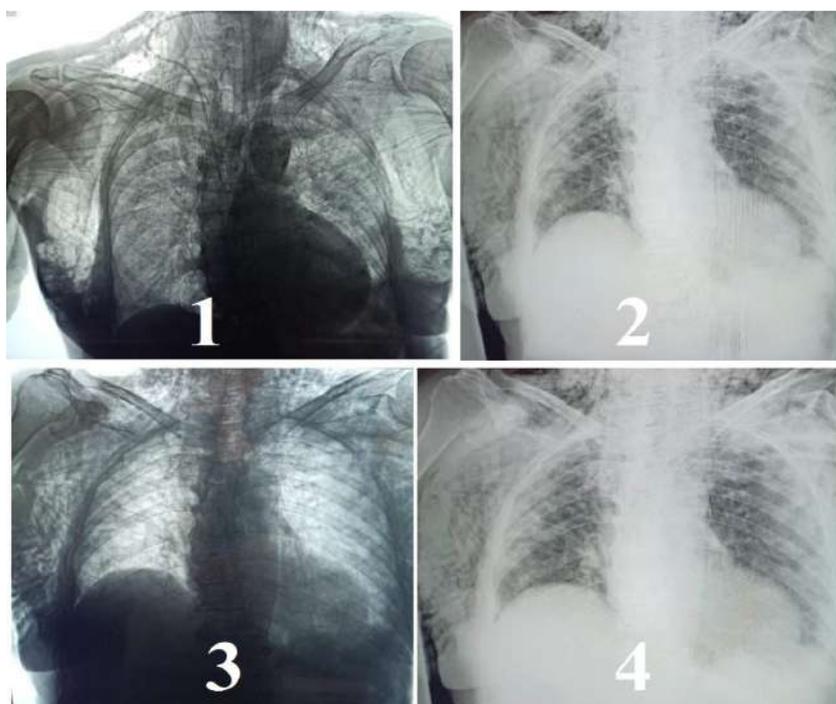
Рентгенограммы (пациенты П. (1), Л. (2), В. (3), К.(4)) – выраженная подкожная эмфизема при пневмомедиастинуме с отсутствием пневмоторакса (собственное наблюдение)
